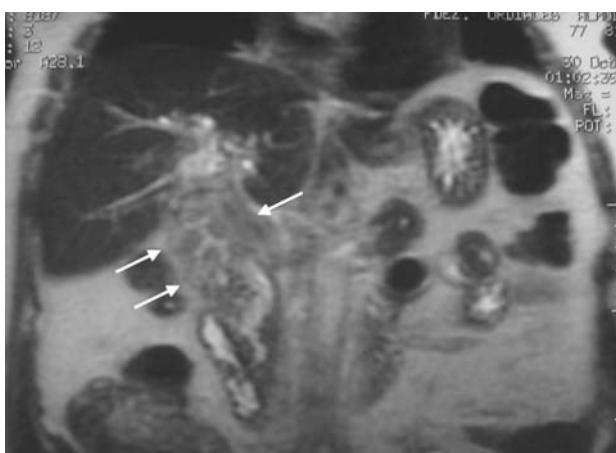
Resonancia magnética: engrosamiento mamelonado e hipointenso de las paredes del colédoco (flechas).
